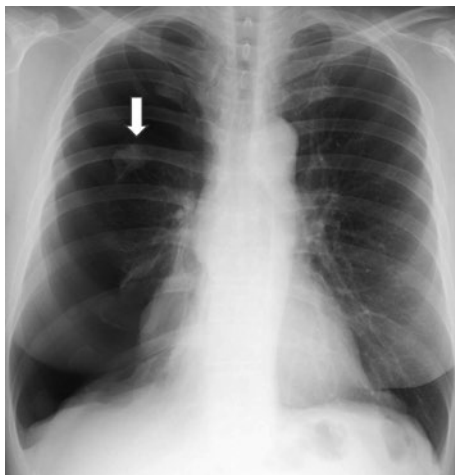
入院時胸部単純X線写真. 右III度気胸がみられる. 肺尖部に結節影(矢印)がみられる.
